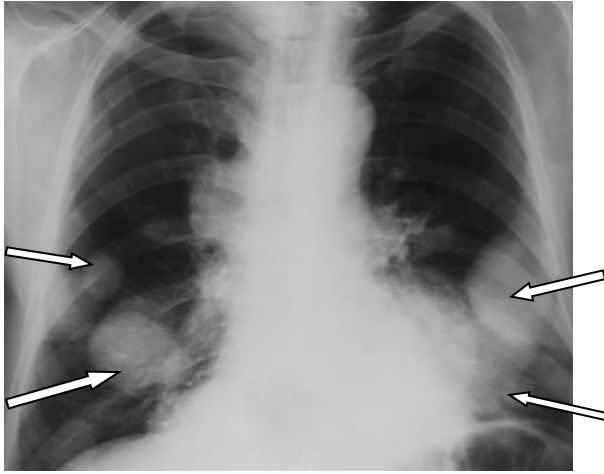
Множественные метастазы в легких из НПО (рентгенограмма)
